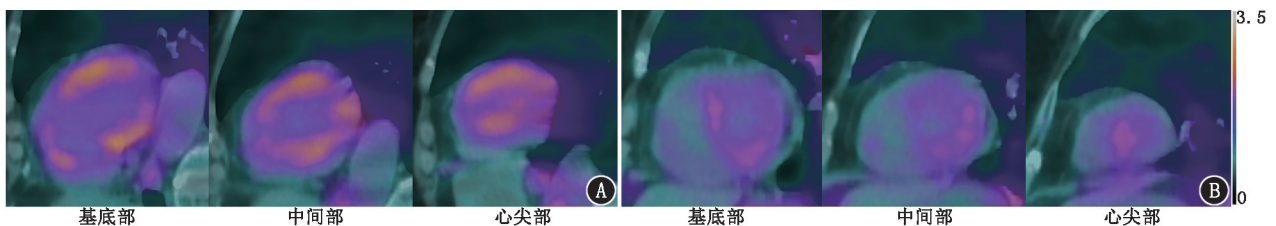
肺动脉高压患者 Al¹⁸F-1,4,7-三氮杂环壬烷-1,4,7-三乙酸 (NOTA)-成纤维细胞激活蛋白抑制剂 (FAPI)-04 PET/CT 显像图。A. 患者女,73 岁,慢性血栓栓塞性肺动脉高压患者,左心室游离壁可见弥漫性均匀 FAPI 摄取,间隔也可见 FAPI 摄取但低于游离壁,插入点摄取较显著;B. 患者男,65 岁,肺部疾病相关肺动脉高压患者,左心室游离壁可见弥漫性均匀 FAPI 摄取,间隔也可见 FAPI 摄取但低于游离壁
